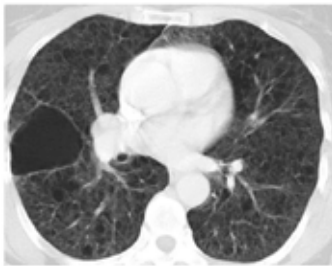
TC alta resolución de tórax con múltiples imágenes quísticas, bilaterales y gran lesión bulosa en campo pulmonar derecho
